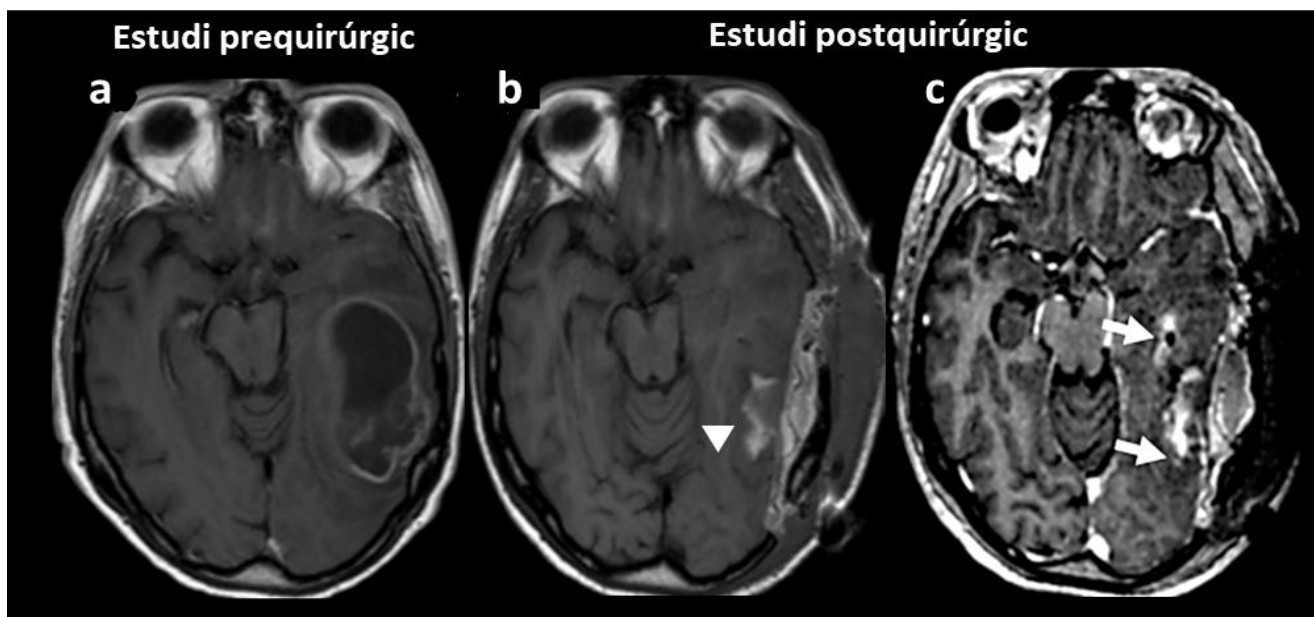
Estudi RM de seguiment. (a) Estudi T1-Gd prequirúrgic; postquirúrgic precontrast (b), abans de les 72 hores, i T1-Gd (c). Es tracta d'un GB temporal esquerre amb captació anular perifèrica i centre quístic/necròtic. S'observa com la resecció és pràcticament completa, identificant-se àrees hemorràgiques al llit quirúrgic (cap de fletxa blanc), que mostren hiperintensitat, així com focus de captació de contrast adjacents a l'àrea hemorràgica (fletxes blanques), compatible amb restes tumorals (*Elaboració pròpia*).
